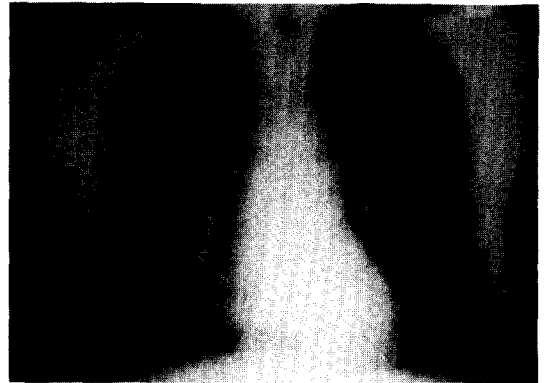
Posteroanterior chest radiograph shows moderate bilateral reticulonodular infiltrate
